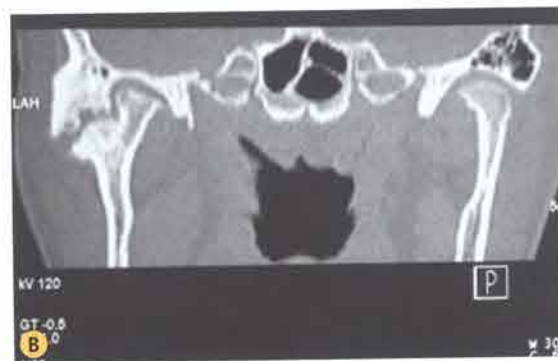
A-B. Due differenti immagini TC in proiezione coronale: anchilosi dell'ATM sinistra.
